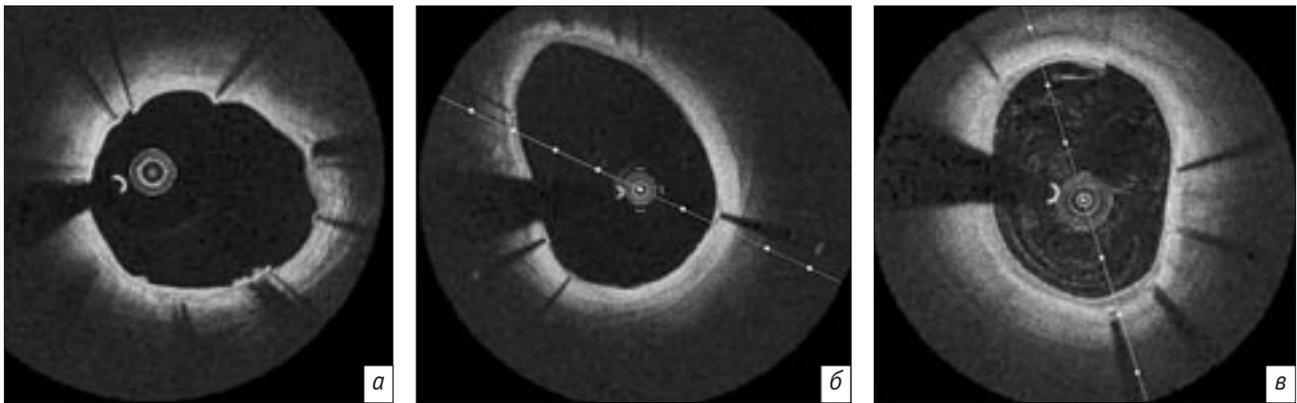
Сравнение эндотелизации различных интракоронарных стентов по результатам оптической когерентной томографии:
